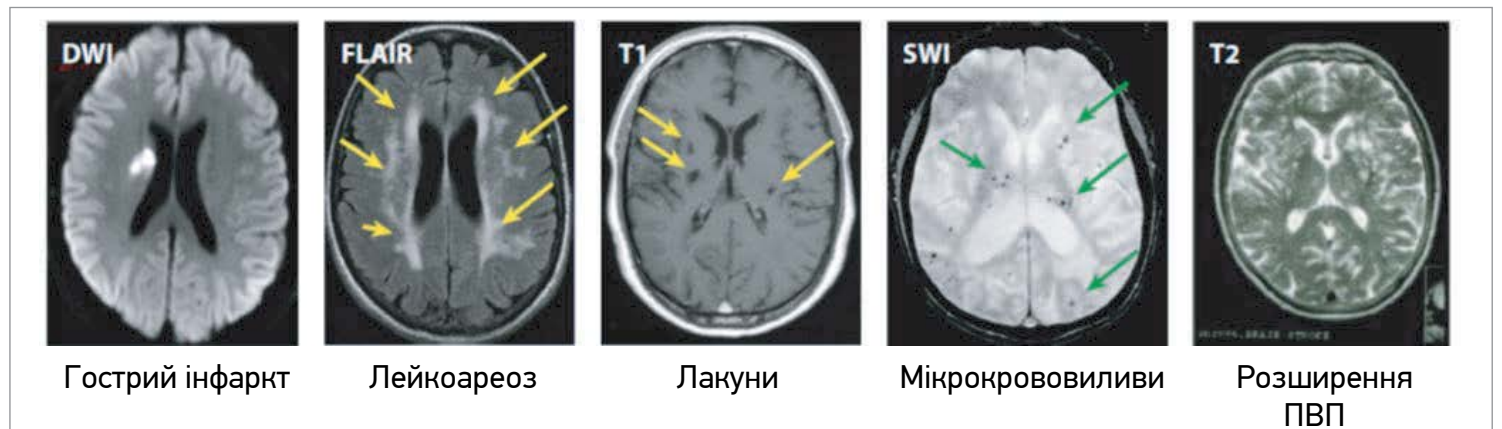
Ключові ураження ЦХДС, які зазвичай спостерігаються на МРТ головного мозку
